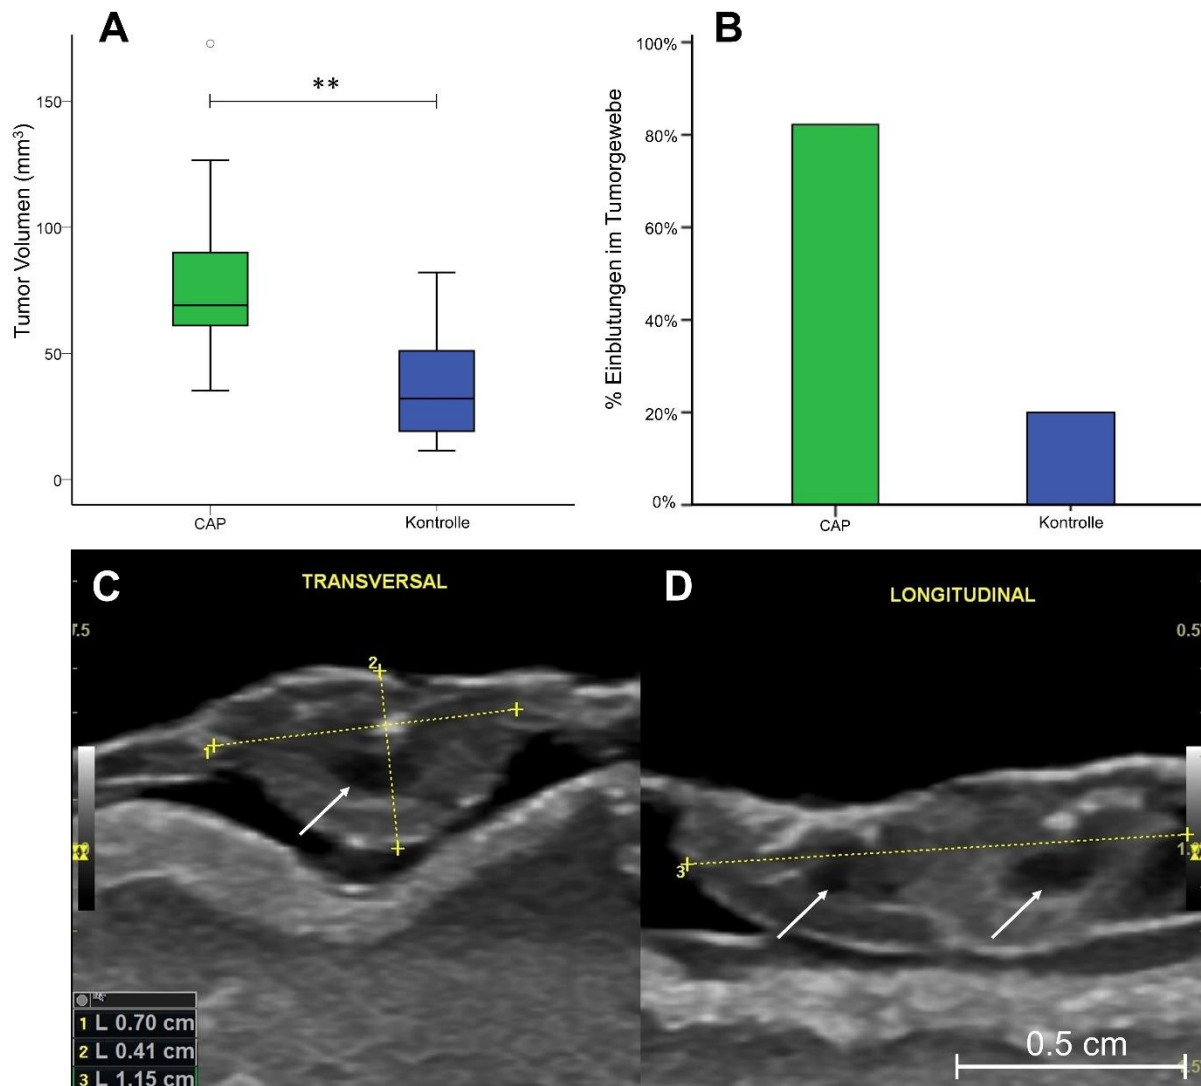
Sonographische Untersuchung der Tumore. (A) Boxplot über Tumolvolumina der CAP- und Kontrollgruppe, diese unterscheiden sich hoch signifikant ($p = 0,001$). (B) Die Volumenunterschiede könnten durch das ungleich verteilte Auftreten von Einblutungen im Tumorgewebe entstehen. (C) Sonographische Aufnahme eines Tumors in der CAP in transversaler Achse (D) und longitudinaler Achse. Einblutungen im Tumorgewebe sind mit Pfeilen markiert. Lizenz: Verändert nach Kugler et al. [155], CC BY 4.0
